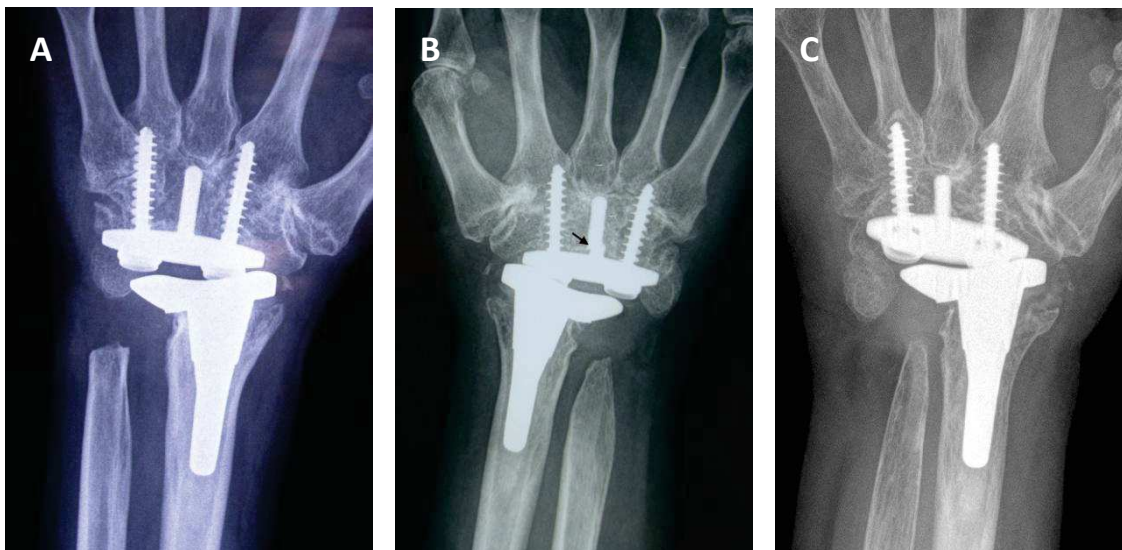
(A) Radiografía posteroanterior al mes del posoperatorio. (B) Radiografía anteroposterior 7 años después de la PTM que muestra fractura del vástago central del componente carpiano (flecha, zona 3). (C) Radiografía posteroanterior a los 17 años del posoperatorio que muestra reabsorción ósea en zonas radiales 1, 2, 4, 5 y en zonas carpianas 4, 5 (cortesía del Dr. Martínez Villén).
